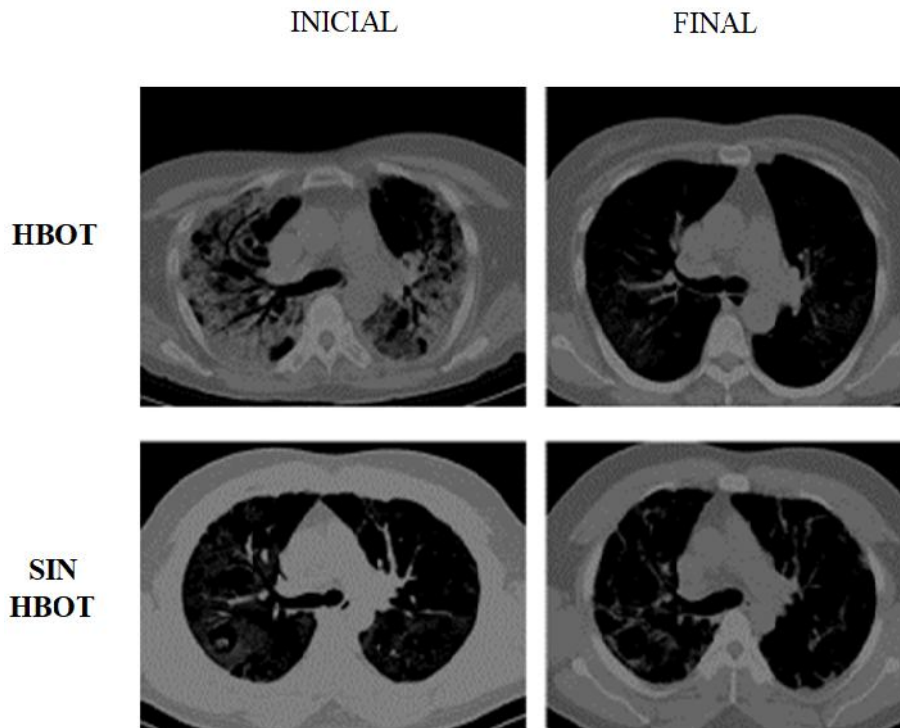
Ejemplos de Tomografías Computarizadas en pacientes al inicio y al final del estudio con HBOT y SIN HBOT.
